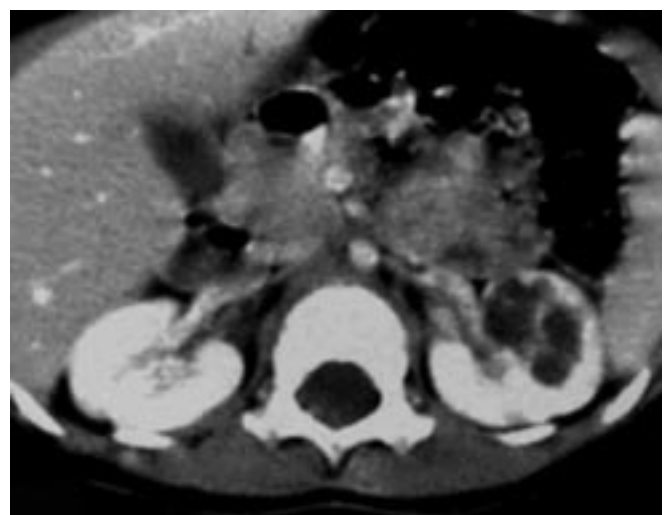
Dysplasie multikystique. Forme segmentaire. TDM après injection.
